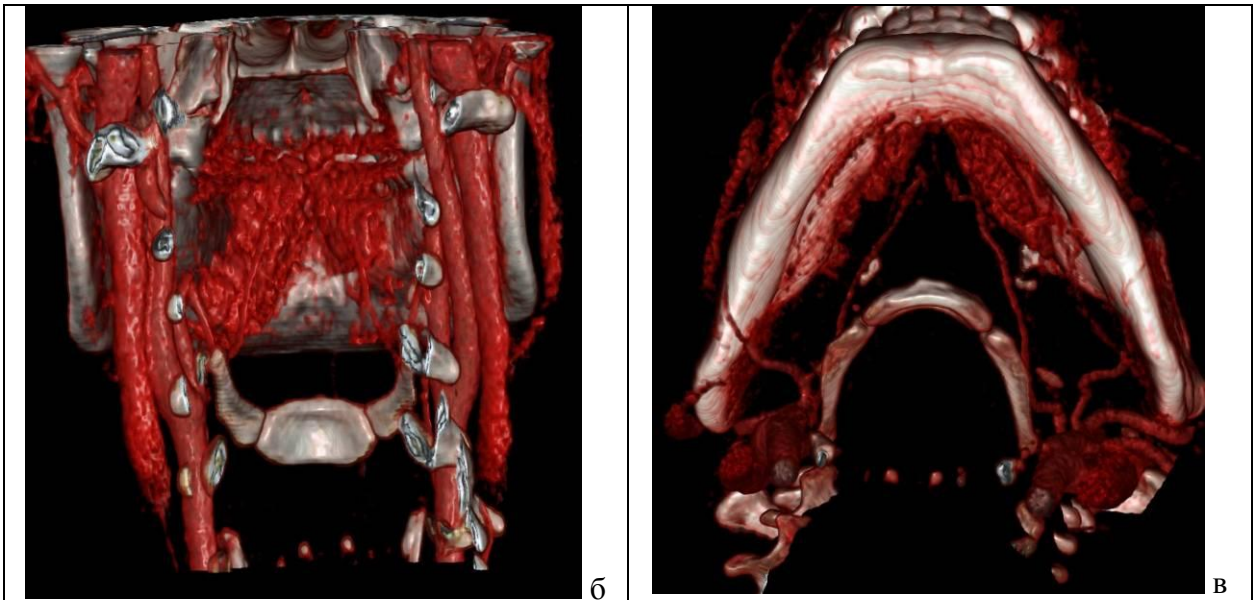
Зовнішній вигляд (а) та комп'ютерна томограма з контрастуванням судин (б, в) пацієнта М., 17 років, з рецидивом кавернозної гемангіоми дна порожнини рота після неодноразових оперативних втручань. Спостерігаються рубцеві зміни язика і тканин дна порожнини рота (а) й залишки судинної пухлини лівосторонньої локалізації (б, в)
